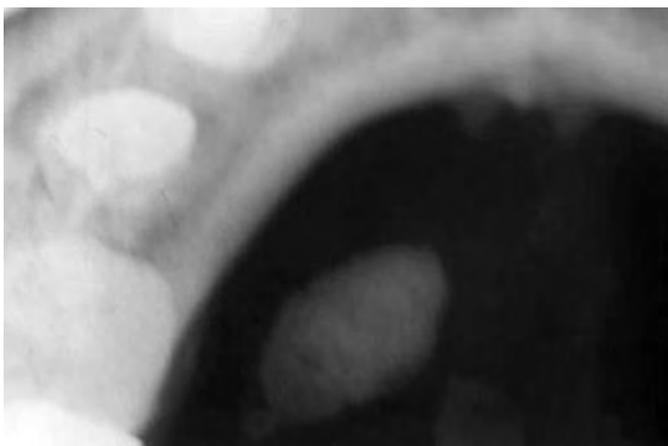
Radiografia oclusale
